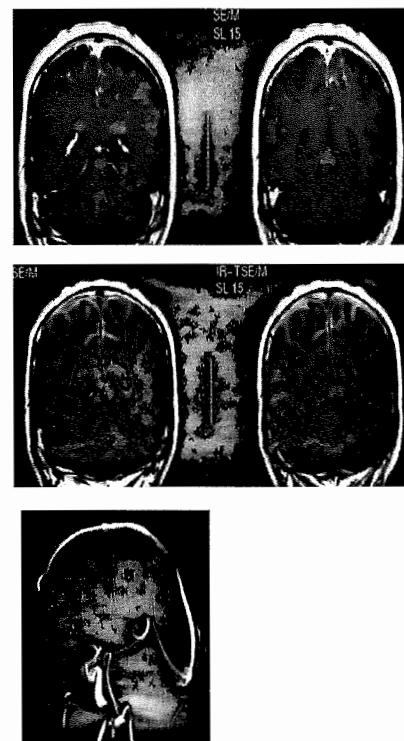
症例5. 静脈性皮質下梗塞、上矢状静脈洞狭窄を認めた肥厚性脳硬膜炎の症例のMRI像。
